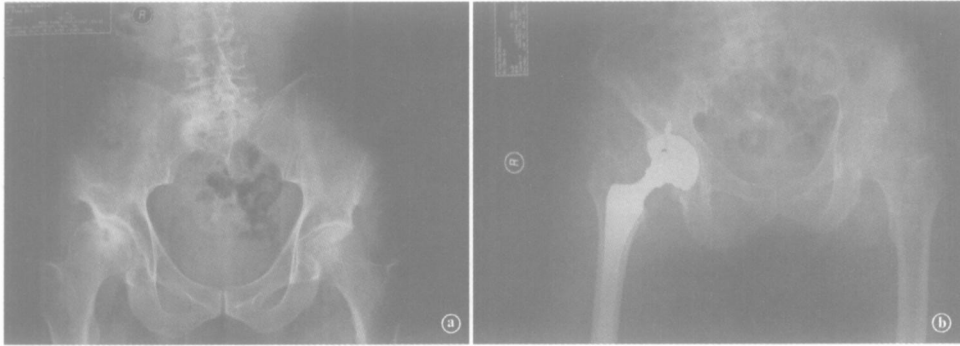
男, 66岁 a 术前X线片示右侧髋臼发育不良继发骨性关节炎; b 术后X线片示人工髋关节假体安装于正常解剖位置上
